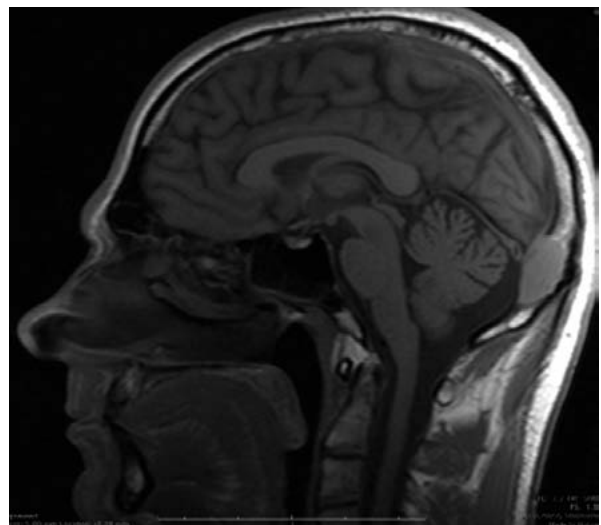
Передопераційне МРТ, сагітальний зріз
